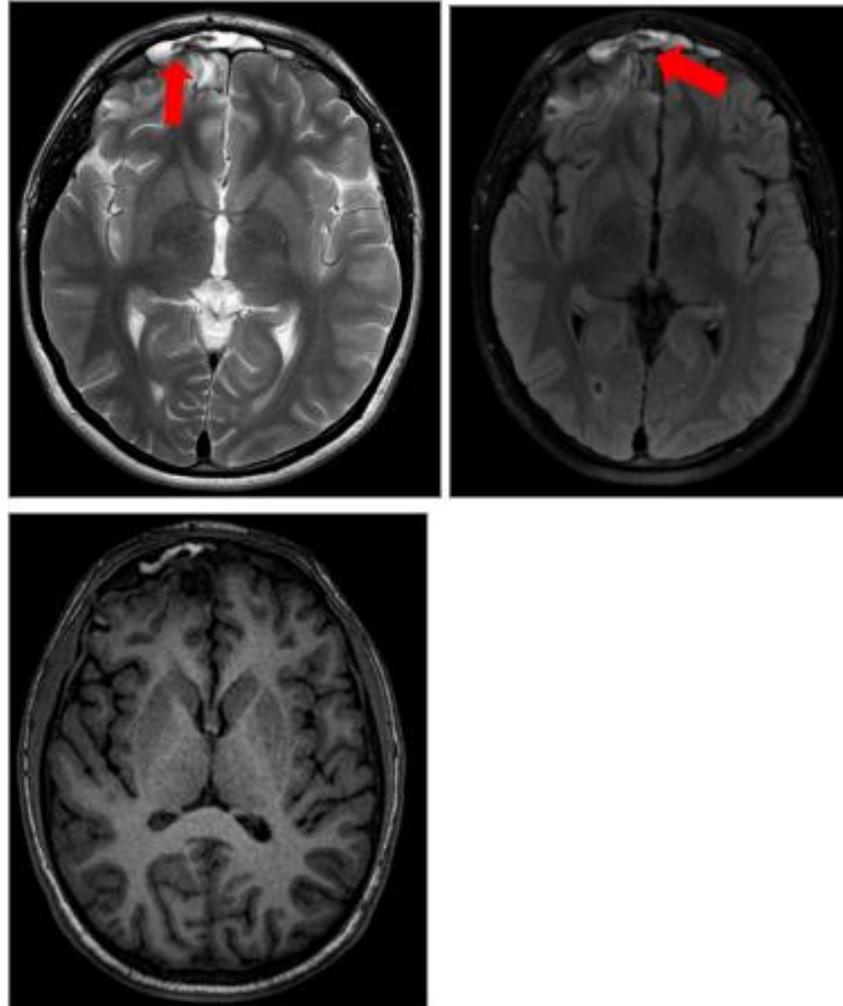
RM secuencias T2, FLAIR y T1 volumétrico. Ocupación del seno frontal derecho asociado a solución de continuidad de la pared posterior.
